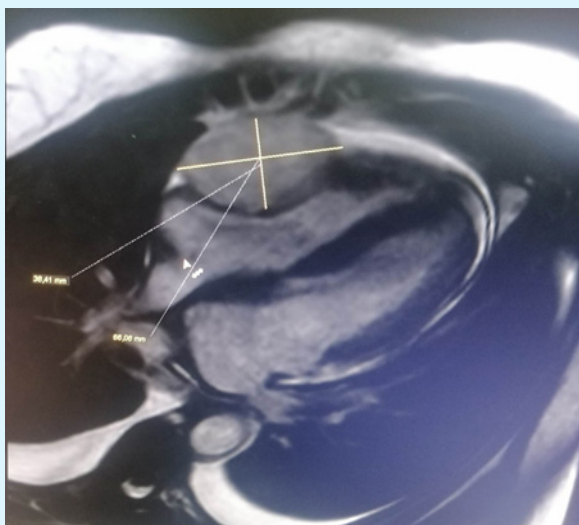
Image kystique en regard des cavités droites exerçant un effet de masse en IRM
